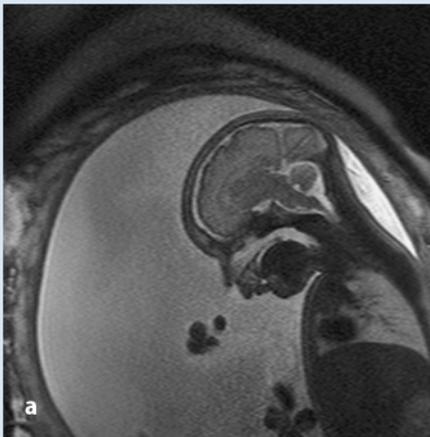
▲ a,b SSW 30+5, Polyhydramnion, die MRT zeigt Gesichtsschädeldefehlbildungen als Ursache des Schluckdefizits. a Sagittale, T2-gewichtete Schicht, vermehrte Amnionflüssigkeit, Retrognathie. b Koronale T2-gewichtete Schicht: isolierte Gaumenspalte (Pfeil)
